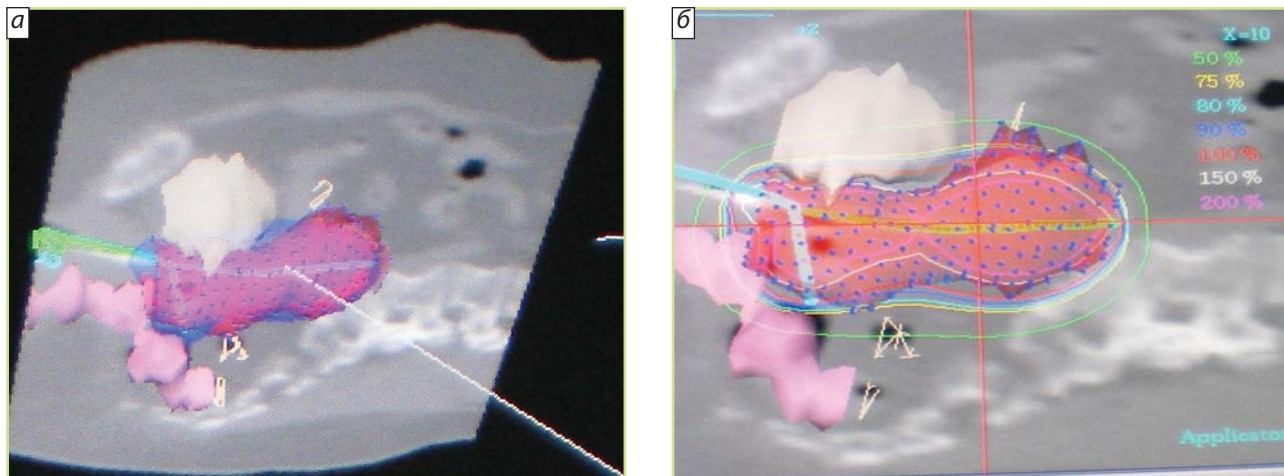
3D-планирование (а) и оптимизация (б) внутрисполостной ЛТ на основе КТ-реконструкции изображений (PLATO®)
